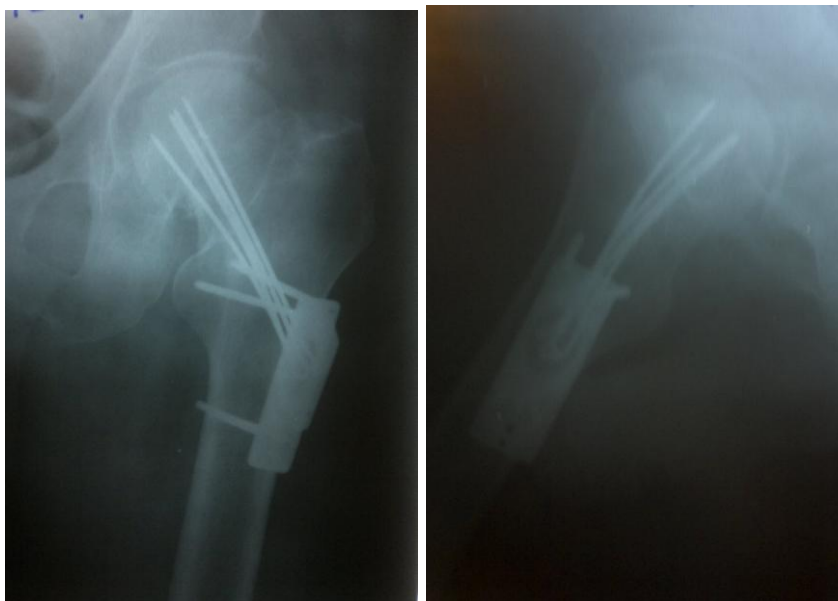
Рентгенограммы накостно-чрескостного остеосинтеза.
